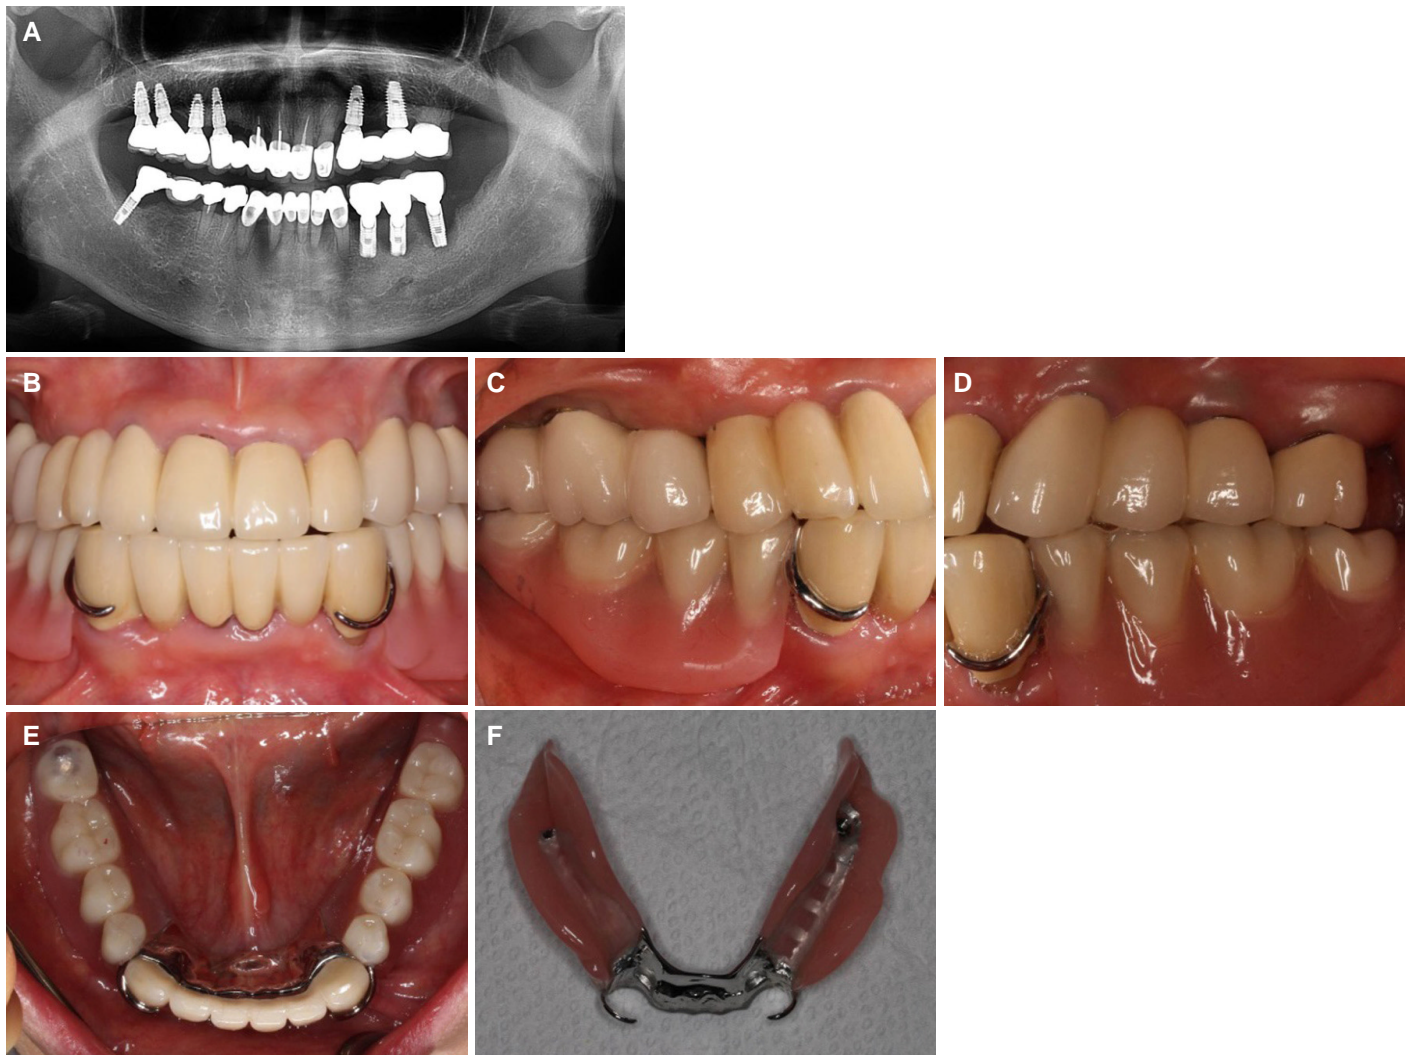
Case 2. (A) Pre-operative panoramic radiograph, (B) Frontal view, (C) Right buccal view, (D) Left buccal view, (E) Mandibular occlusal view, (F) Intaglio surface of definitive prosthesis.
